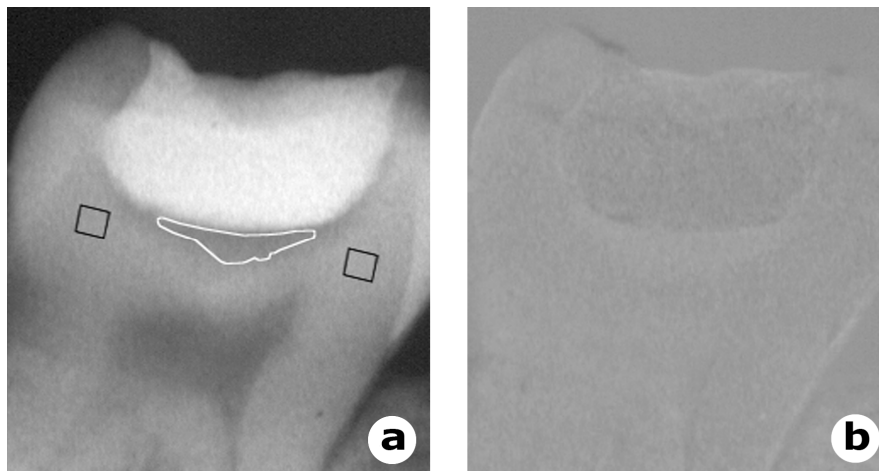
Radiolucent zone and control areas demarcated on a layer over the conventional radiograph (a) and the subtraction image of the 6-7-month follow-up period.
